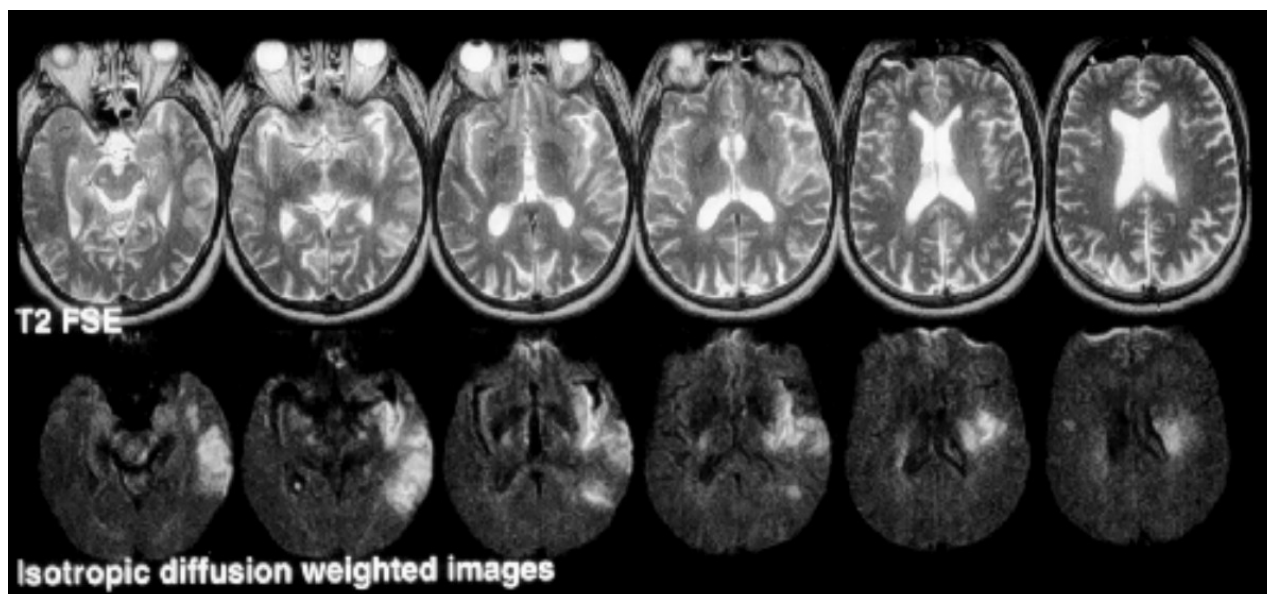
Infarctus de l'artère sylvienne gauche à la phase aiguë. L'infarctus n'est pas visible en  $T_2$  mais apparaît clairement en IRM de diffusion. Les images présentent une série de coupes à des hauteurs successives (source : V. Wolff CHU-Strasbourg)*
